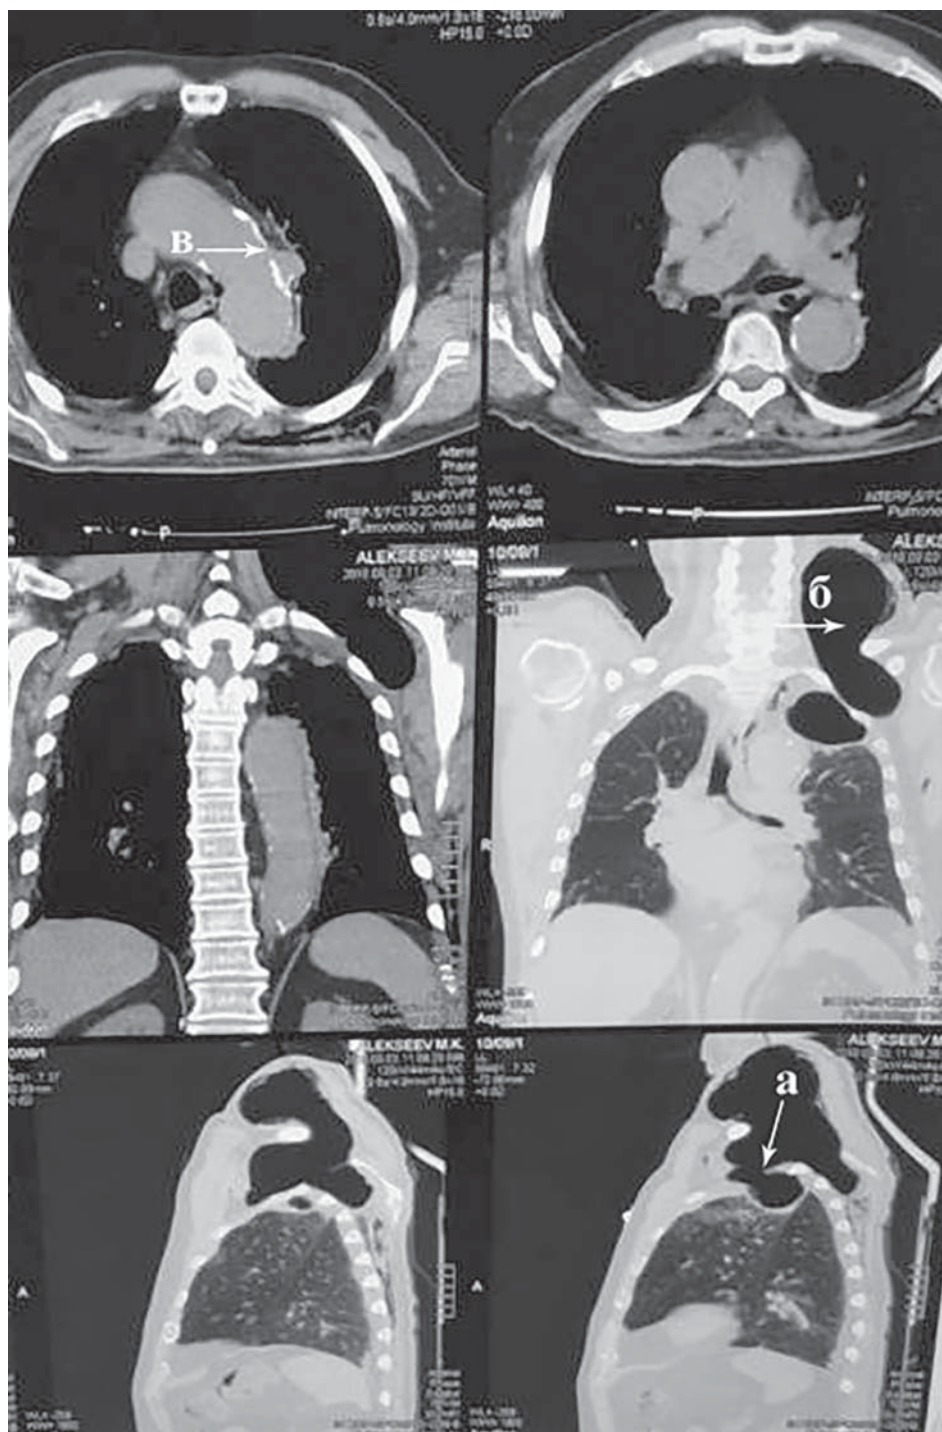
СКТ ОГП при поступленні (фронтальний і сагітальний зрізи). а — лізис 1-го ребра, б — кіста легені, в — пенетруюча виразка перешийка аорти.
